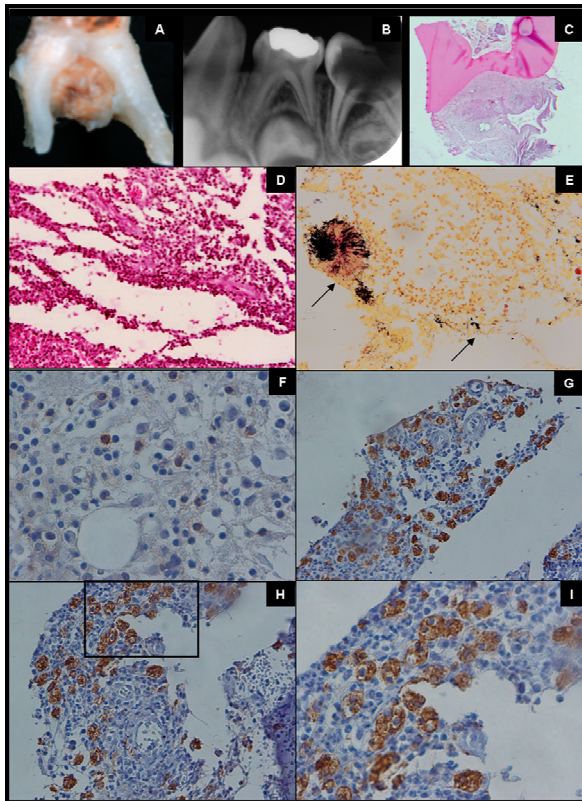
(A) Aspecto macroscópico da lesão perirradicular aderida à região de furca de um 2º molar inferior. (B) Radiografia periapical do dente comprometido. Corte histológico da lesão perirradicular (Abscesso crônico) corado pela técnica da hematoxilina-eosina (C,D) e Brown e Brenn (E) mostrando a presença de bactérias (↗) na lesão. Aumento 6,6X, 66X, 66X respectivamente. Cortes histológicos corados pela técnica de imuno-histoquímica mostrando a presença de células CD20 positivas (F) e células CD68 positivas (G,H,I). Aumento 132X, 66X, 66X, 132X.
